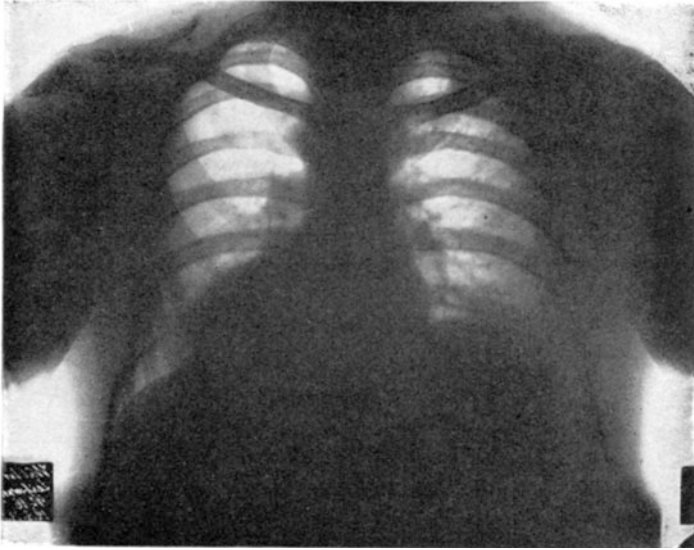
Röntgenbild bei Aorteninsuffizienz.
